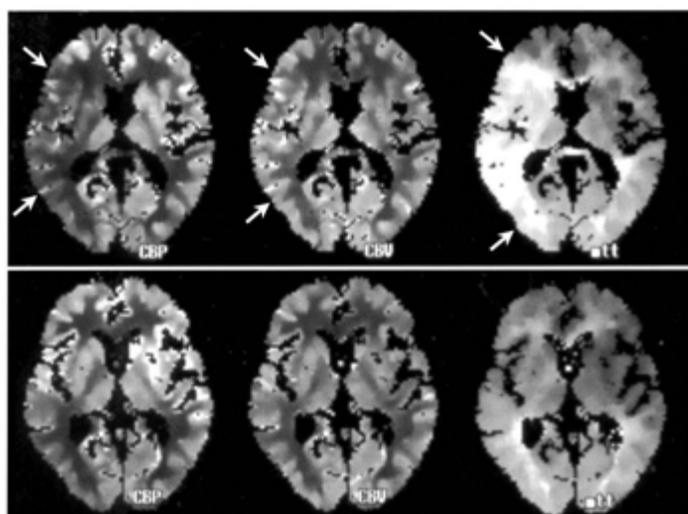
CT灌流画像(64歳男性、右内頸動脈狭窄)
